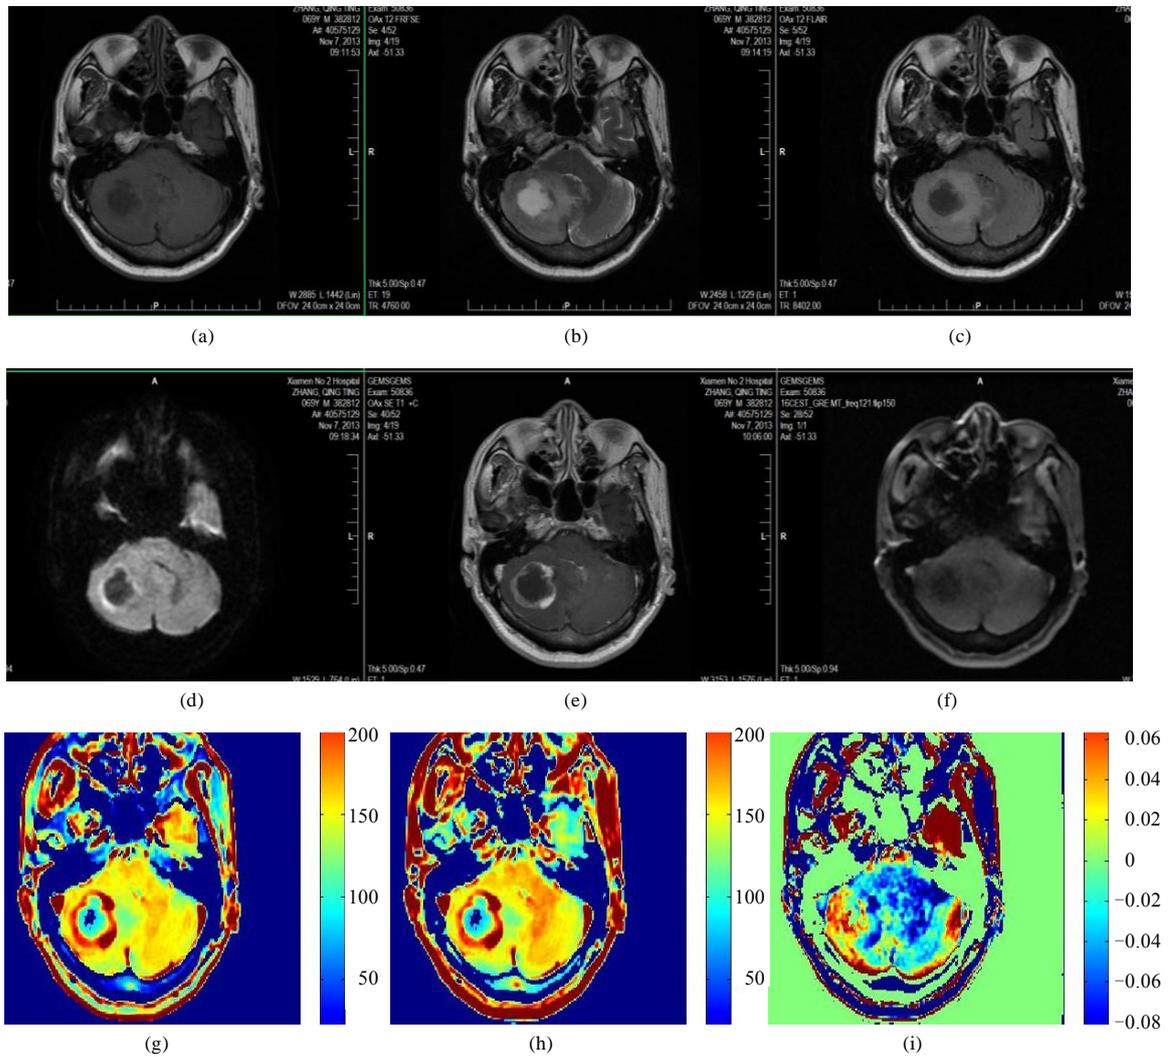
脑肿瘤患者脑部磁共振图像。(a) T_1 加权图；(b) T_2 加权图；(c) T_2 FLAIR 图；(d) DWI 图；(e) 增强 T_1 加权图；(f) 饱和频率为 -224 Hz 的原始图；(g) 饱和频率为 -224 Hz 的伪彩图；(h) 饱和频率为 224 Hz 的伪彩图；(i) APT 图
